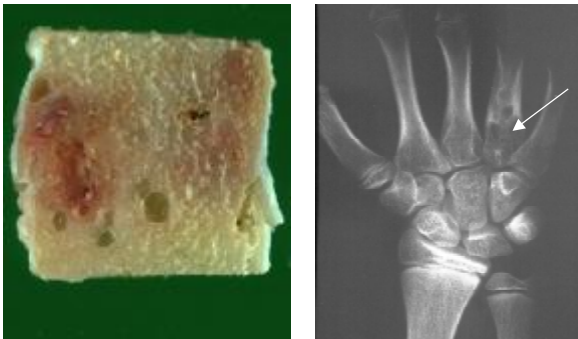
kavernoöses Hämangiom (M.-Nr.: 2001/2029, links: Makrophotographie, rechts: Röntgenbild)
